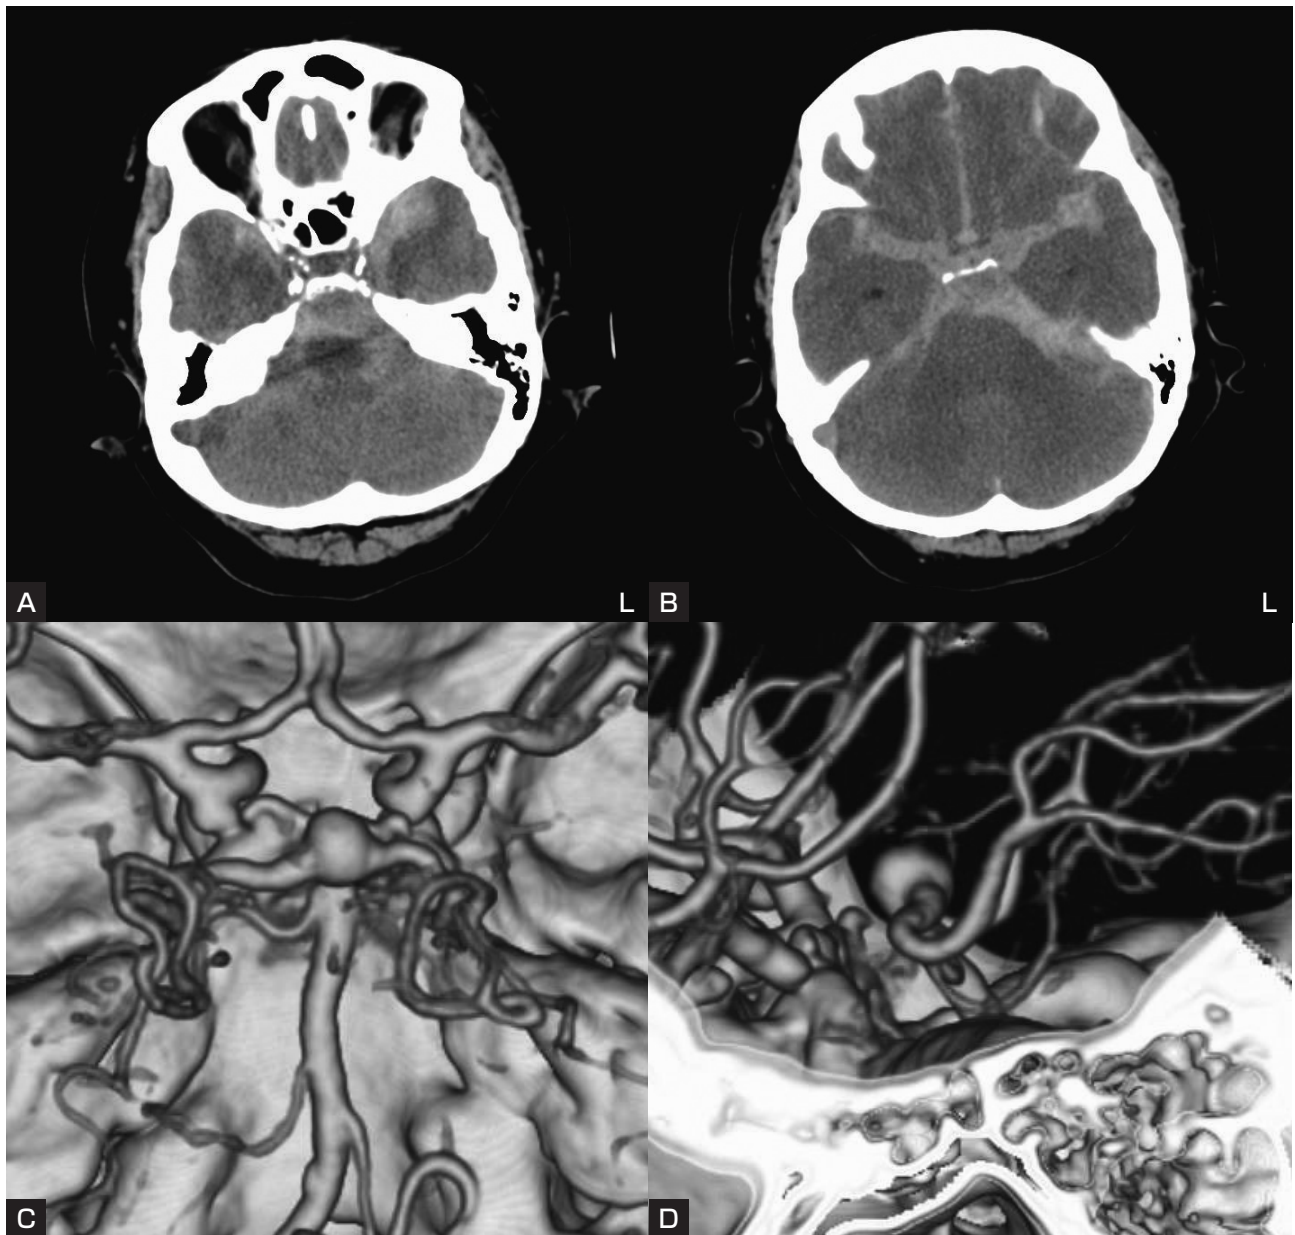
(Case 1) Plain CT and CT angiography on admission.
